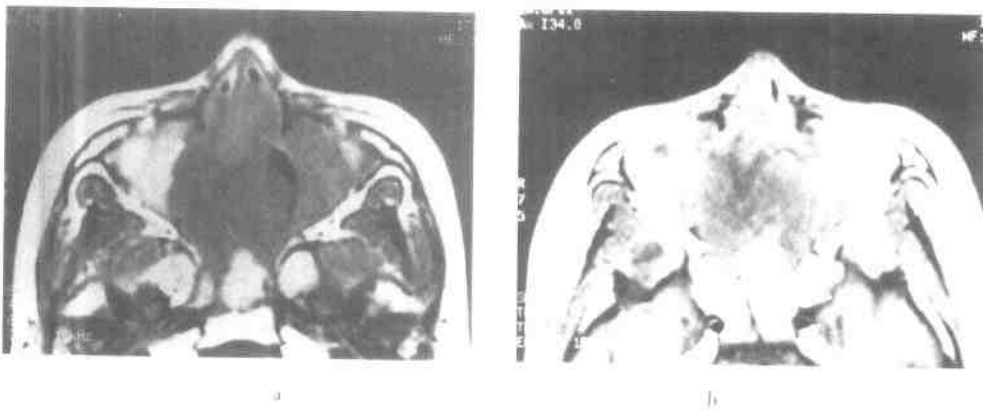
a~b 嗅神经母细胞瘤的MRI扫描图
